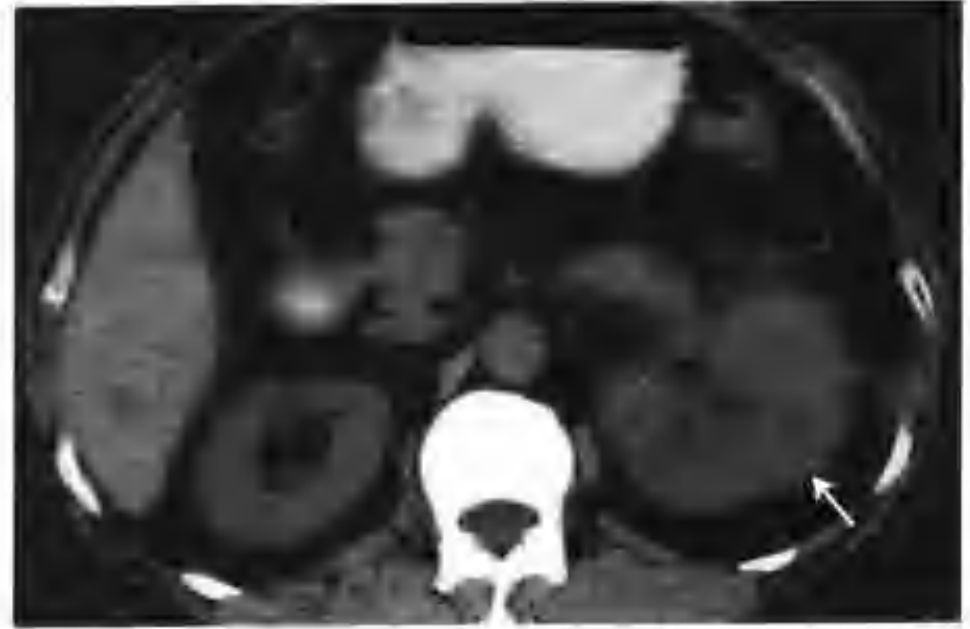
左肾细胞癌（CT 平扫示左肾巨大肿物，累及全肾，平扫密度不均（箭头））
